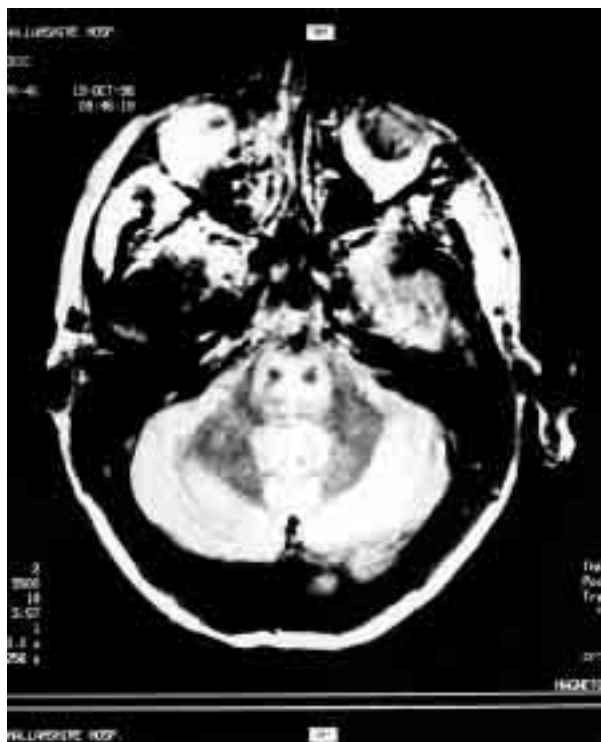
Mielinoliza środkowa mostu. Gładkościenne, hiperintensywne ognisko zajmuje całą środkową część pnia mózgu (MRI, SE, obraz PD w płaszczyźnie osiowej)
